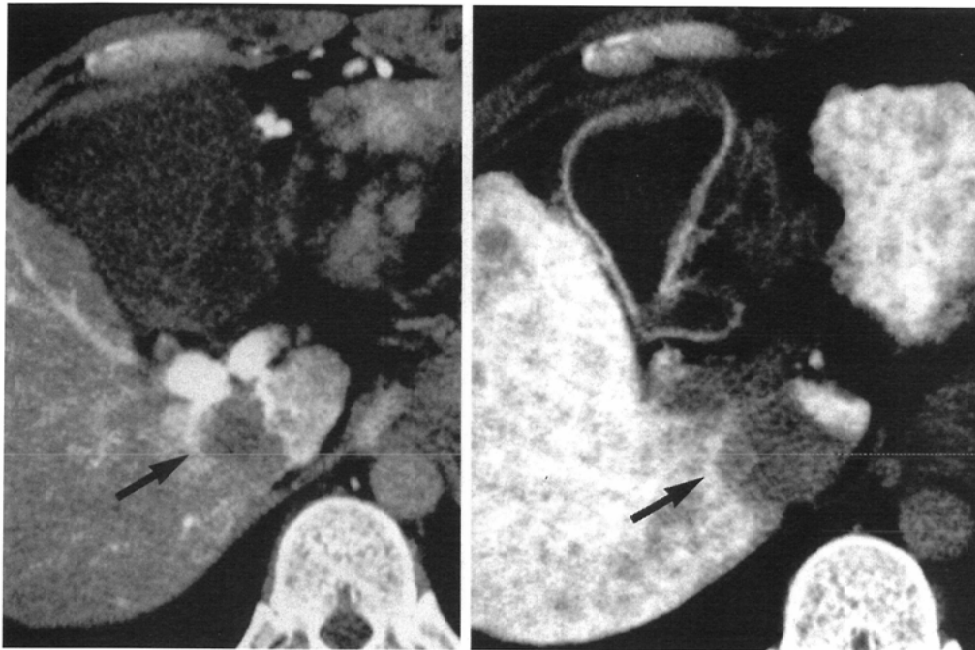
Clinically diagnosed undifferentiated hepatocellular carcinoma. A: CTAP, B: CTA. The small mass lesion adjacent to the IVC shows no contrast enhancement with CTA or CTAP (arrow).
